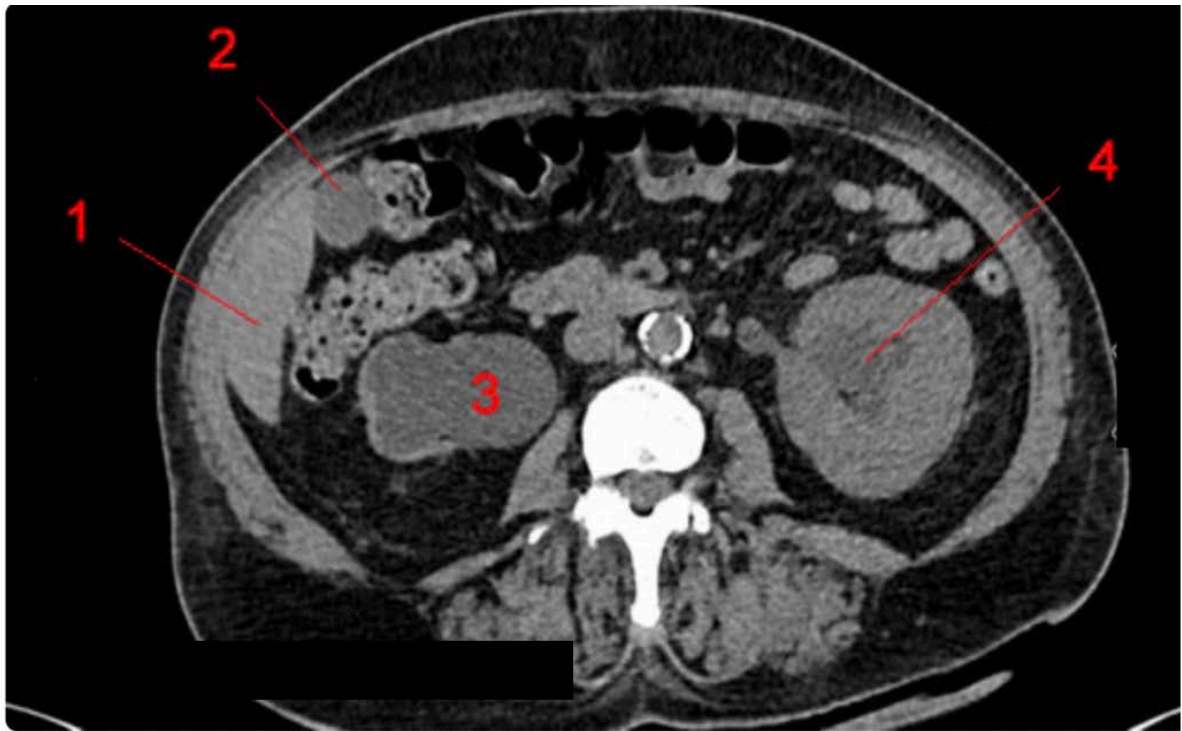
TDM abdominale coupe axiale. 1-Foie, 2-Vésicule biliaire, 3-Rein droit hydronéphrotique, 4-Dilatation du système pyélocaliciel du rein gauche
